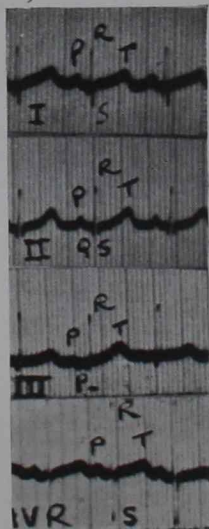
E. c. g y telerradiografía 8 días después de frenarse la taquicardia.
